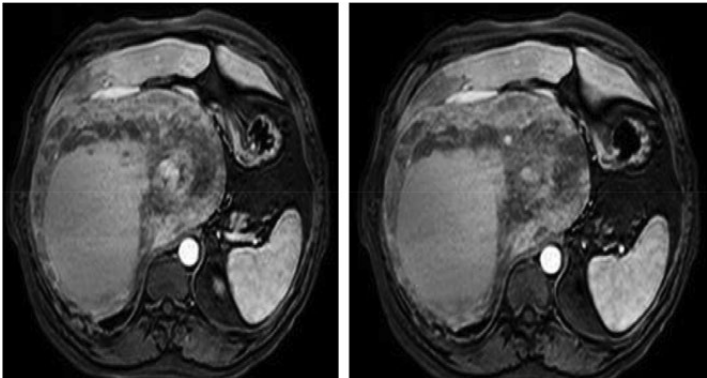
МСКТ: гигантская злокачественная феохромоцитома правого надпочечника
